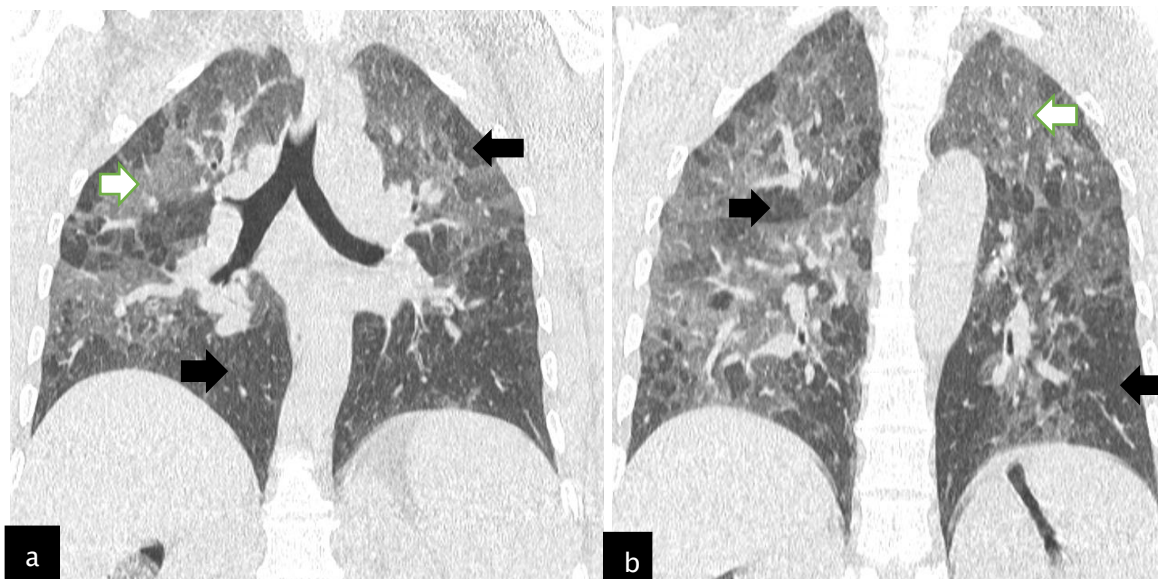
Poumon « trois densités ». (a, b)TDM thoracique en coupe coronale montre une hétérogénéité de densité dans le cadre d'une pneumopathie d'hypersensibilité non fibrosante, avec de larges plages de verre dépoli (flèches blanches), des zones de poumon normal et des plages hypodenses (flèches noires), conséquences de l'obstruction des voies aériennes distales.
